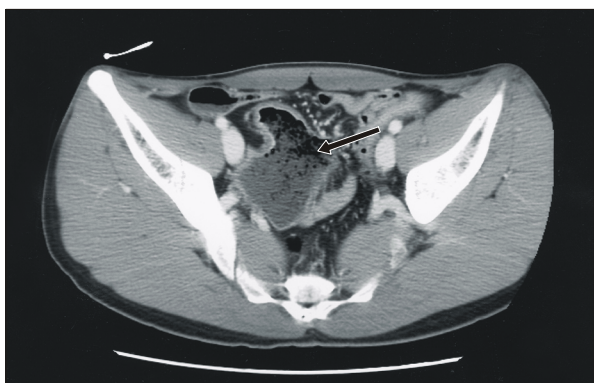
CT scan shows focal luminal dilatation in terminal ileum (arrow).
